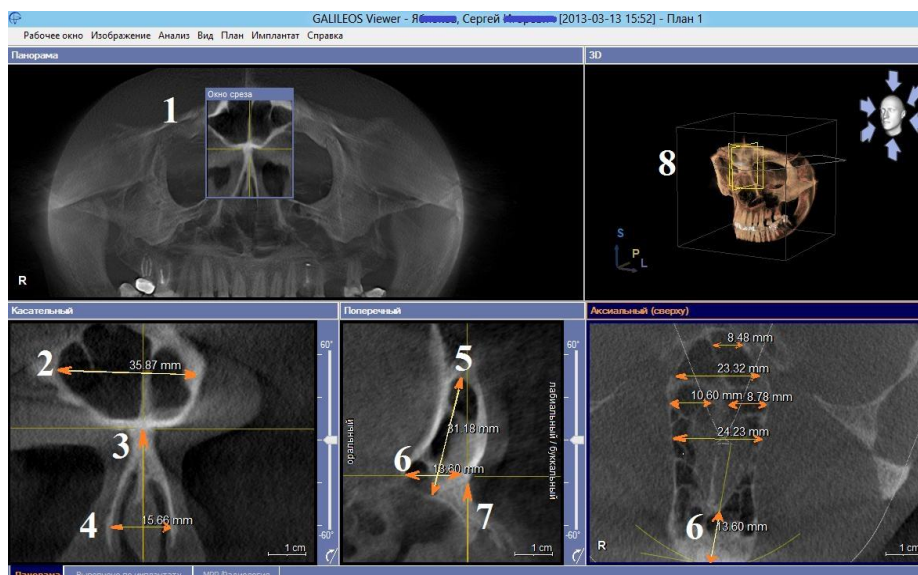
Параметры лобной пазухи, полости носа, определяемые от краниологических точек, выявляемых по конусно-лучевой компьютерной томографии. Перекрестье на верхненосовой точке *nasion*, *n*.
